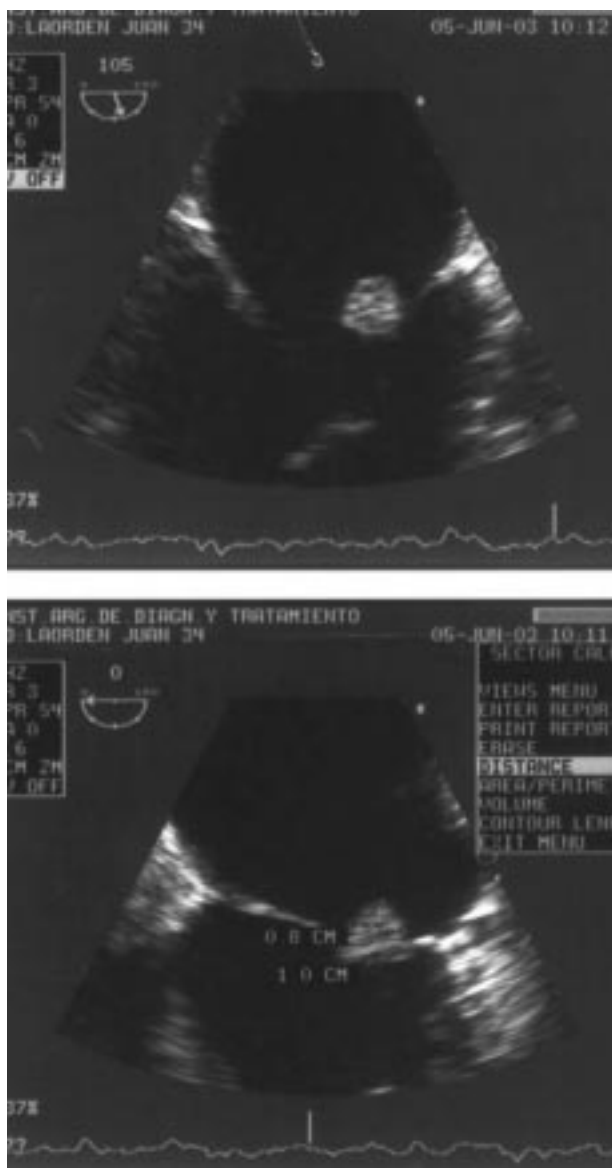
Ecocardiograma transesofágico en el que se observa una imagen homogénea de 1 cm de diámetro implantada en el borde libre de la valva anterior mitral.
